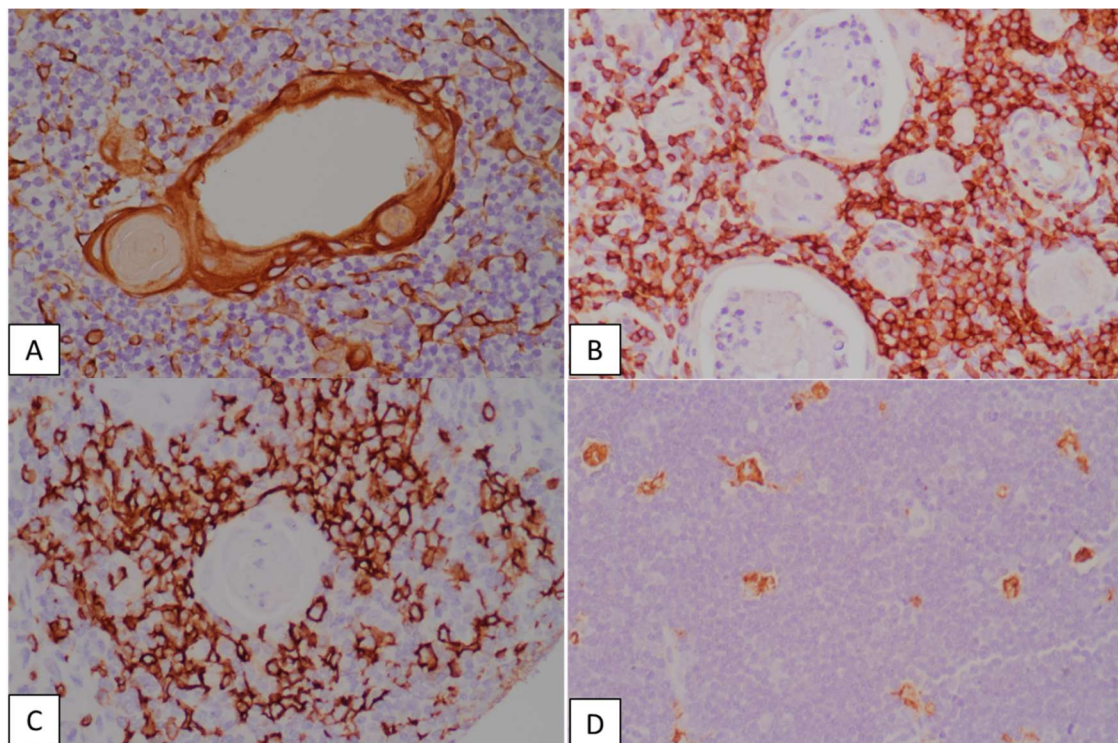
Representação de reações imunoistoquímicas realizadas nos blocos de TMA do grupo DS. A. AE1/AE3_TD03 região medular; B. CD5_TD09 região medular; C. CD20_TD06 região medular; D. CD68_TC010 região cortical. Imagens obtidas no aumento de 400x
